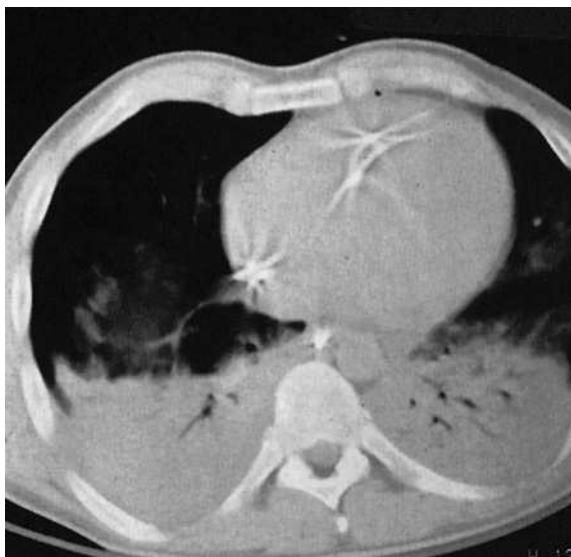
Thorax-CT bei ARDS.
